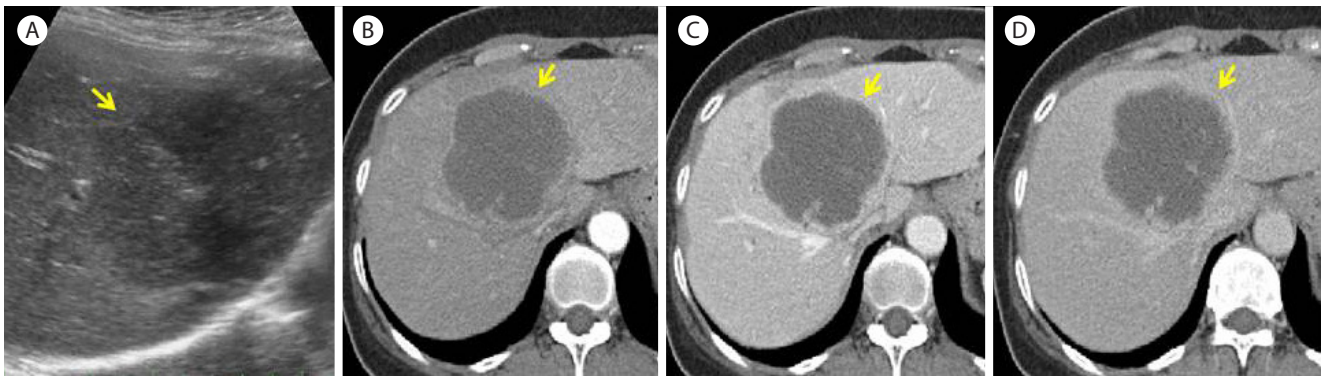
Ultrasonographic findings of intrahepatic cholangiocarcinoma. (A) An yellow arrow indicates hypoechoic mass with irregular margin, (B-D) low density mass is showed with lobulated contour and peripheral enhancement. Subtle enhancing septa or vascular structure passing through the mass is seen.
